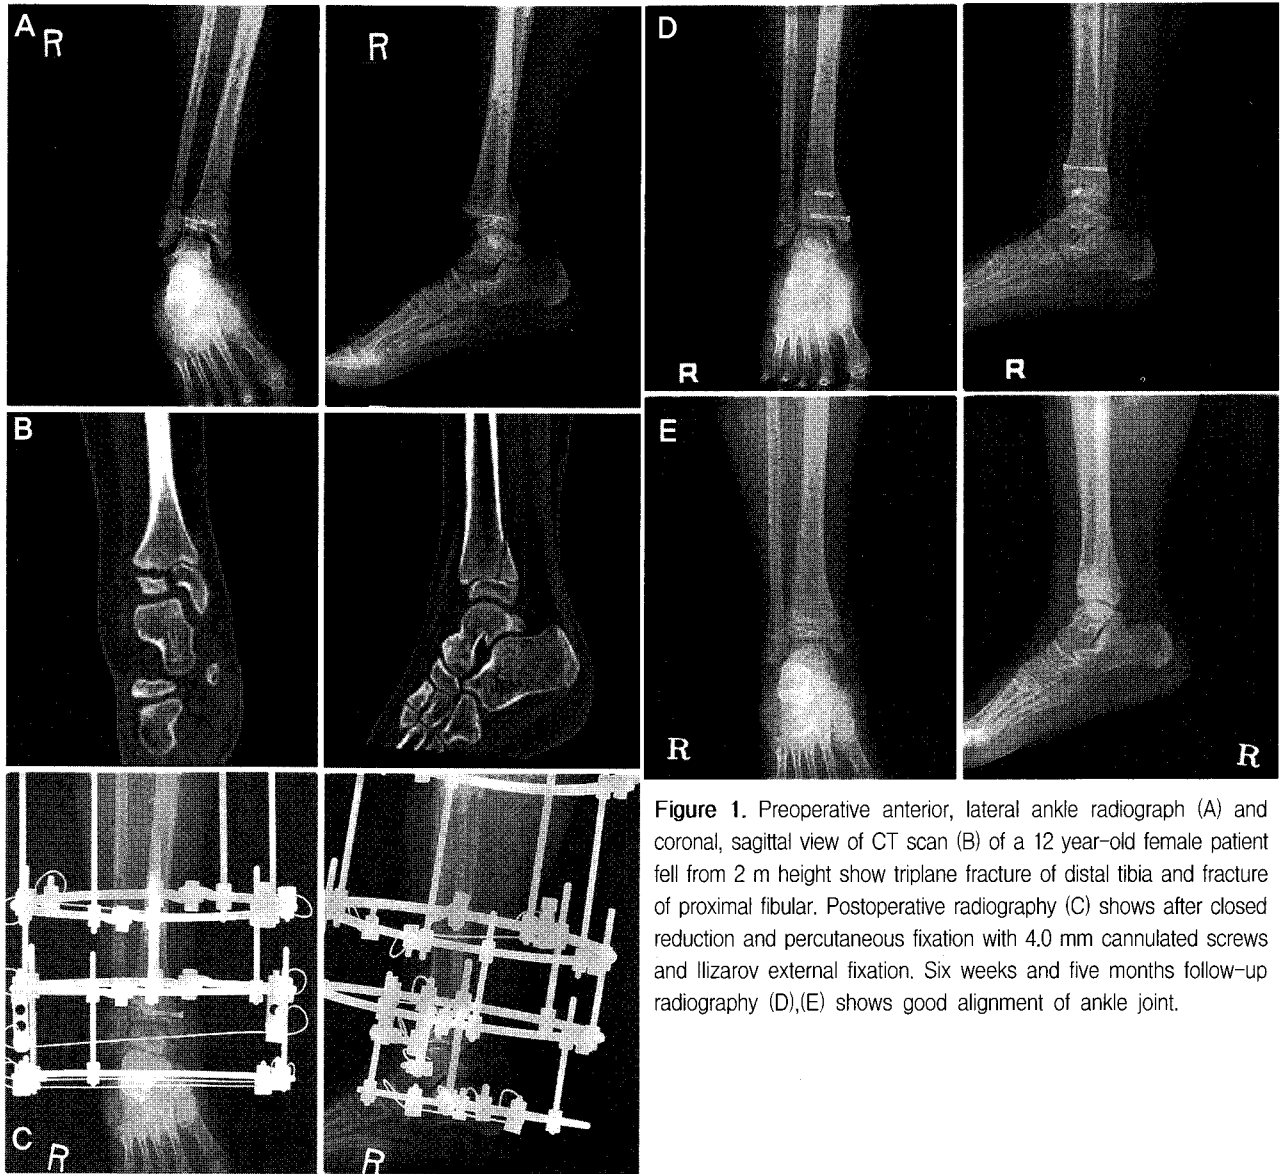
Preoperative anterior, lateral ankle radiograph (A) and coronal, sagittal view of CT scan (B) of a 12 year-old female patient fell from 2 m height show triplane fracture of distal tibia and fracture of proximal fibular. Postoperative radiography (C) shows after closed reduction and percutaneous fixation with 4.0 mm cannulated screws and Ilizarov external fixation. Six weeks and five months follow-up radiography (D),(E) shows good alignment of ankle joint.
